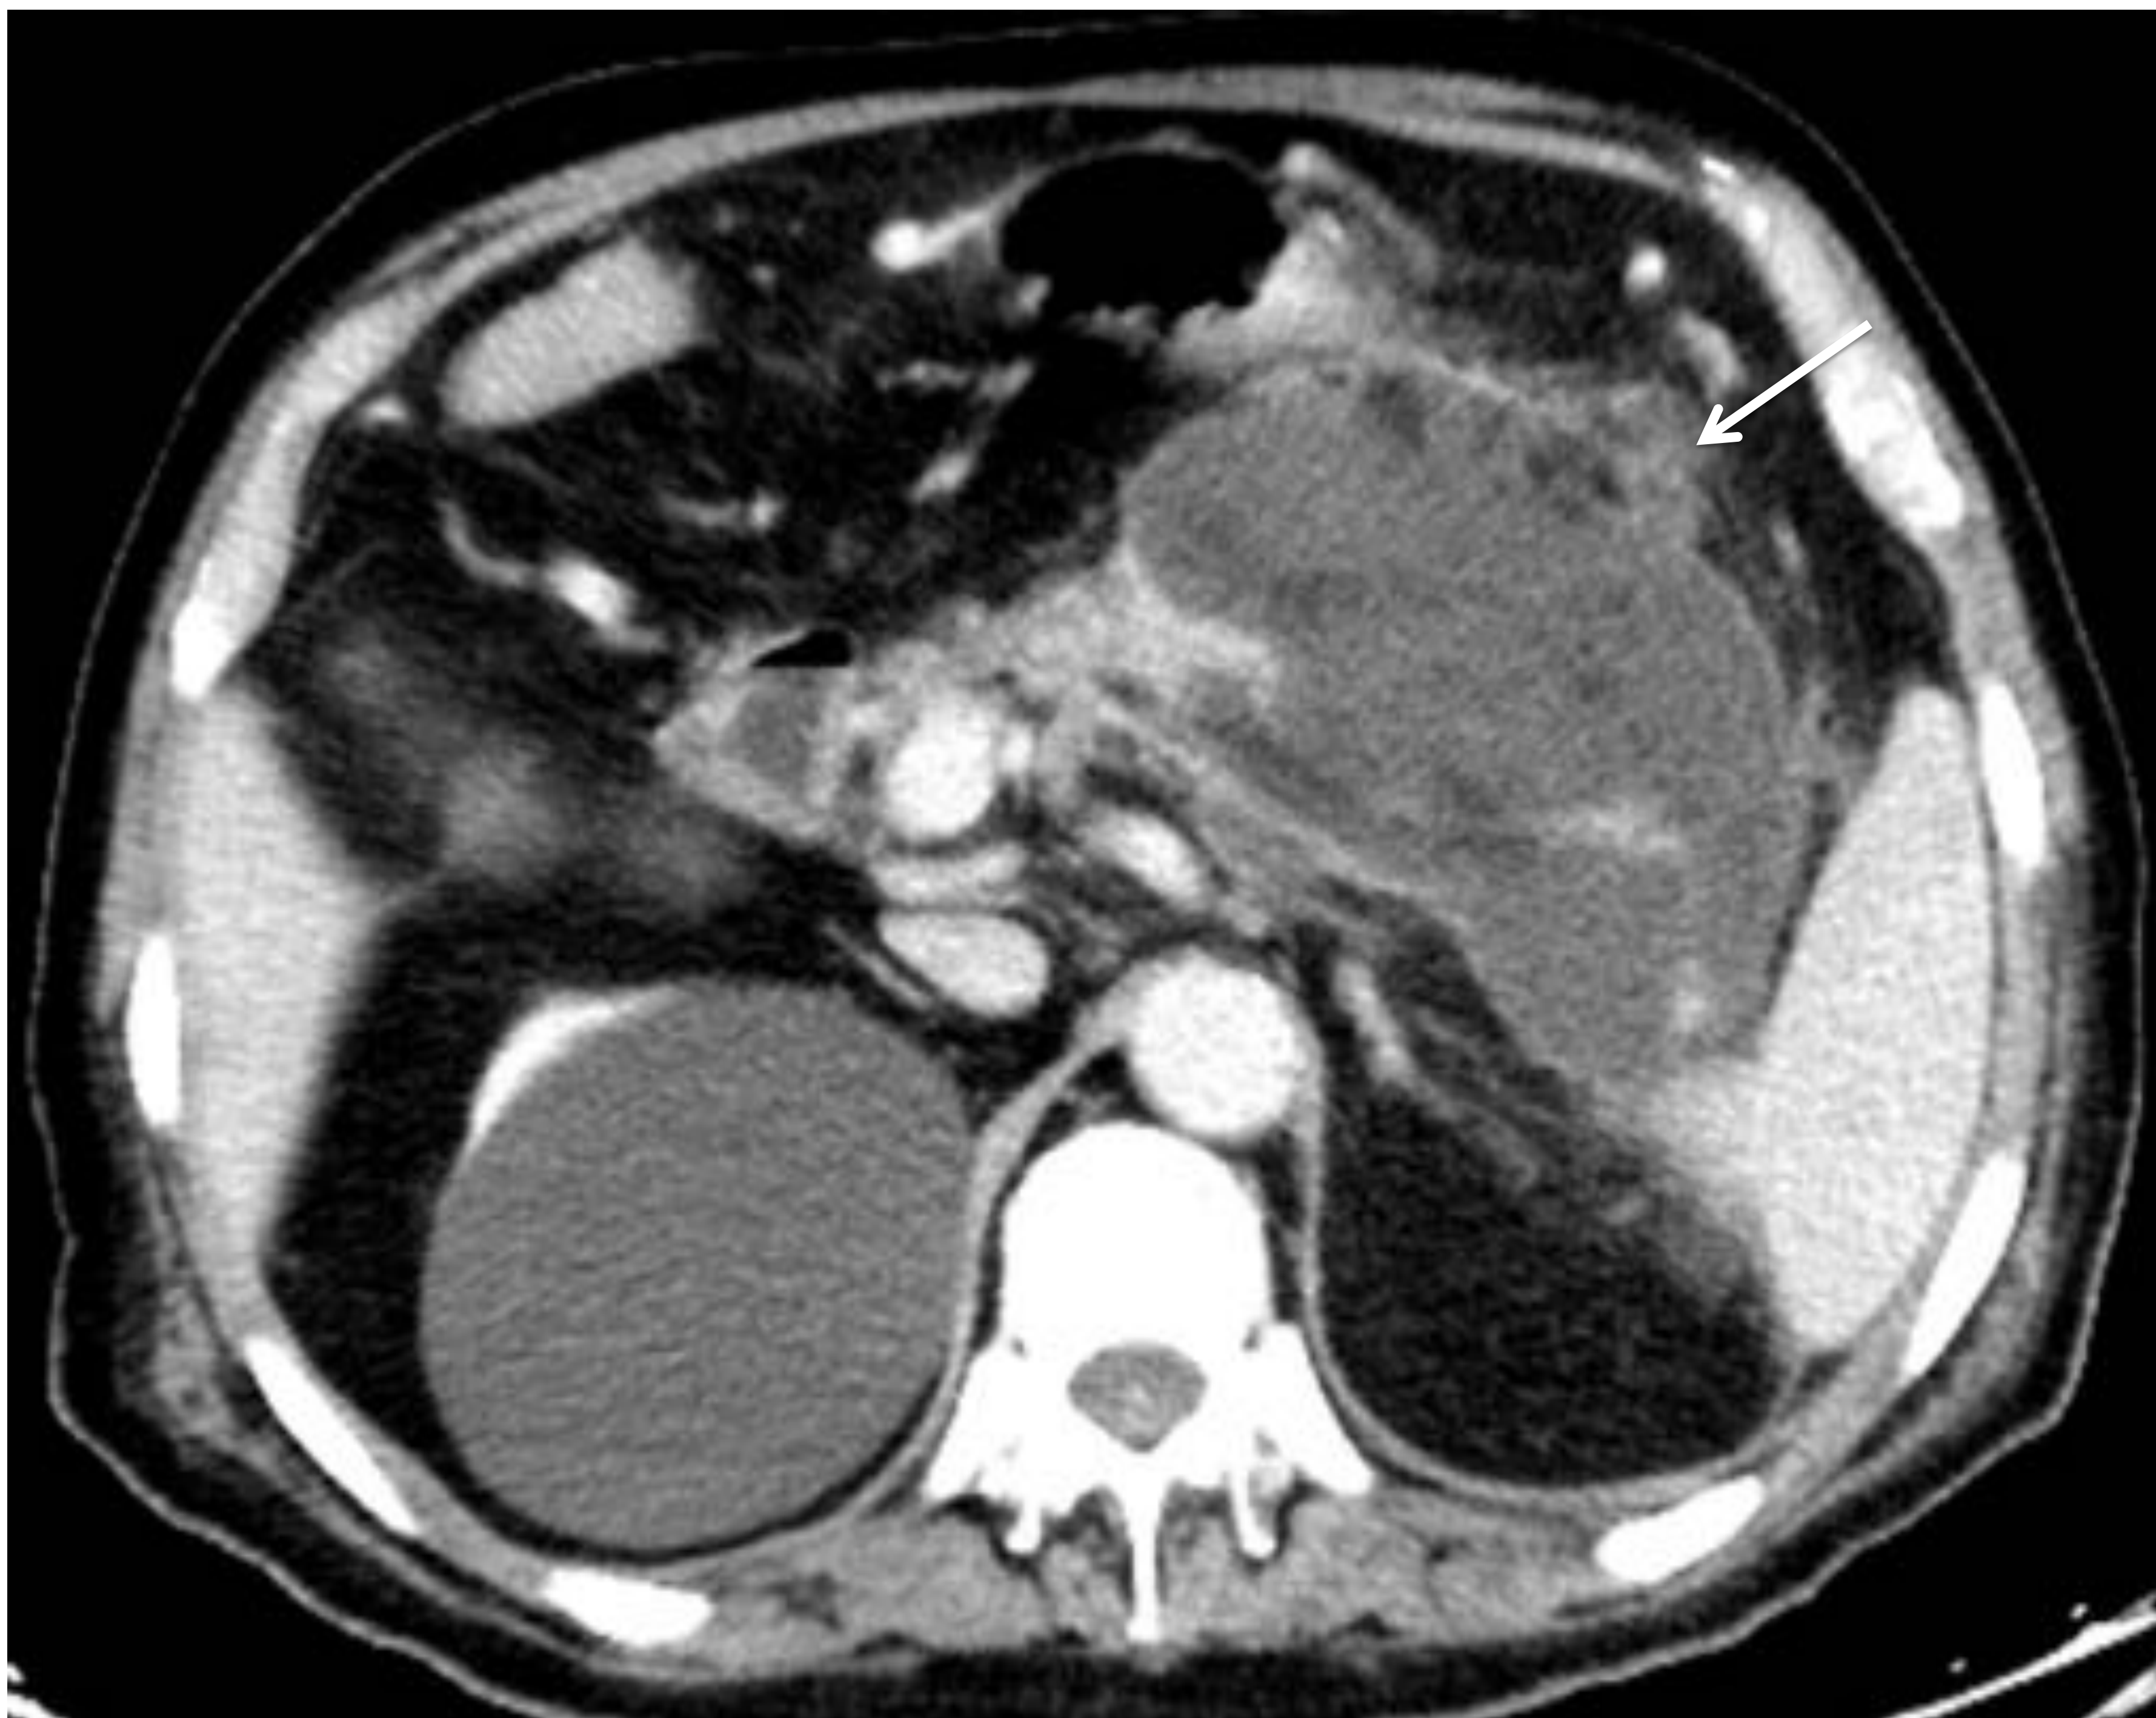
TC con contraste iv, hombre de 47 años con necrosis encapsulada. Su contenido presenta una atenuación mixta, en relación con contenido complejo.
